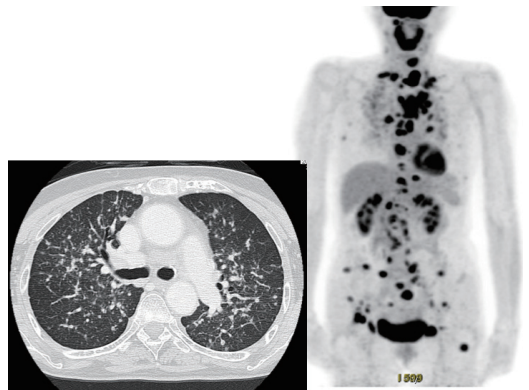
FDG-PET/CT 検査及び胸部 CT 検査
